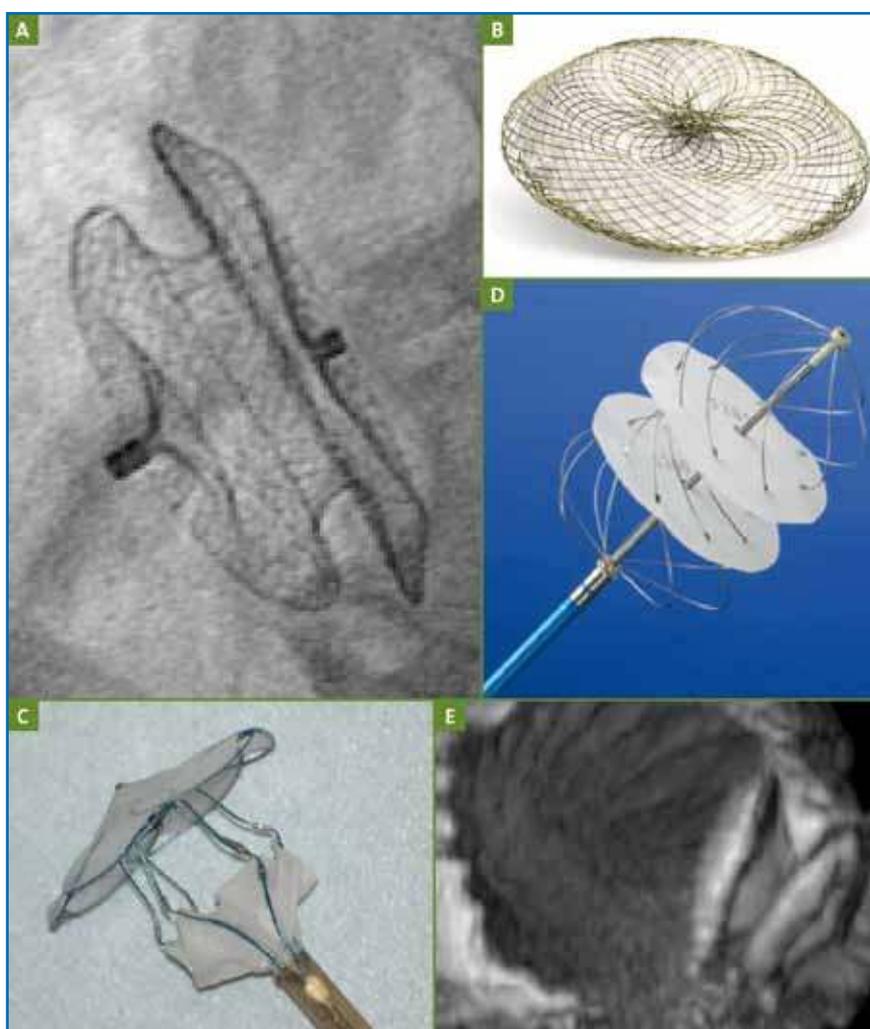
A: prothèse Amplatzer (Amplatzer Medical France) pour fermeture de communication interauriculaire; B: prothèse Figulla (Occlutech) pour fermeture de communication interauriculaire; C: prothèse Intrasept (Cardia) pour fermeture de communication interauriculaire; D: prothèse Solysafe (Swissimplant) pour fermeture de communication interauriculaire; E: vue d'une prothèse Amplatzer par échographie transœsophagienne 3D.
